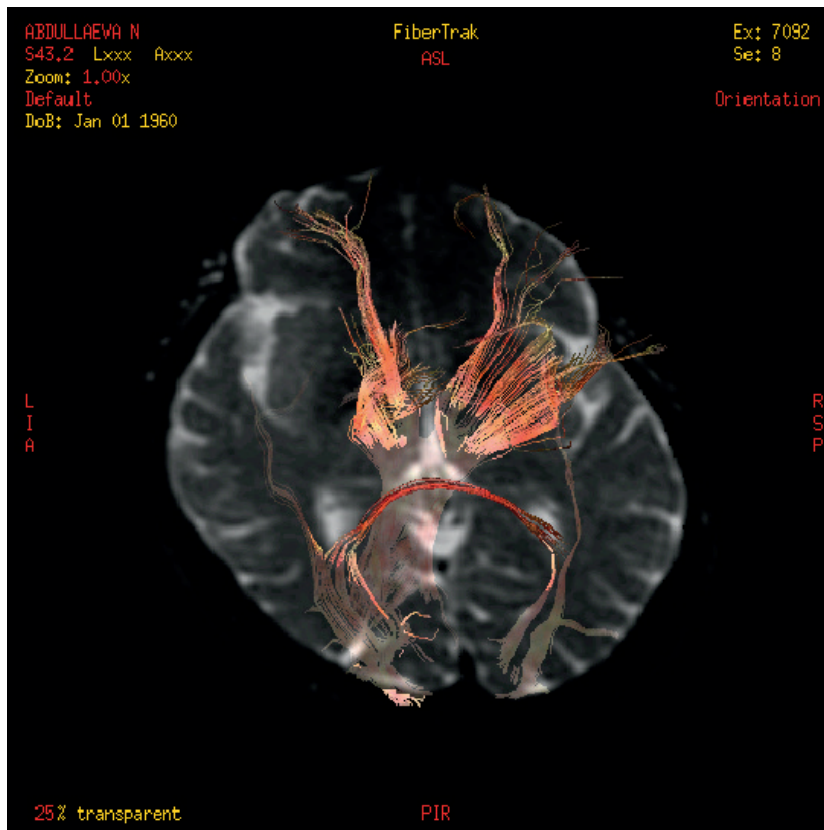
Магнитно-резонансная томография с трактографией волокон зрительного тракта
